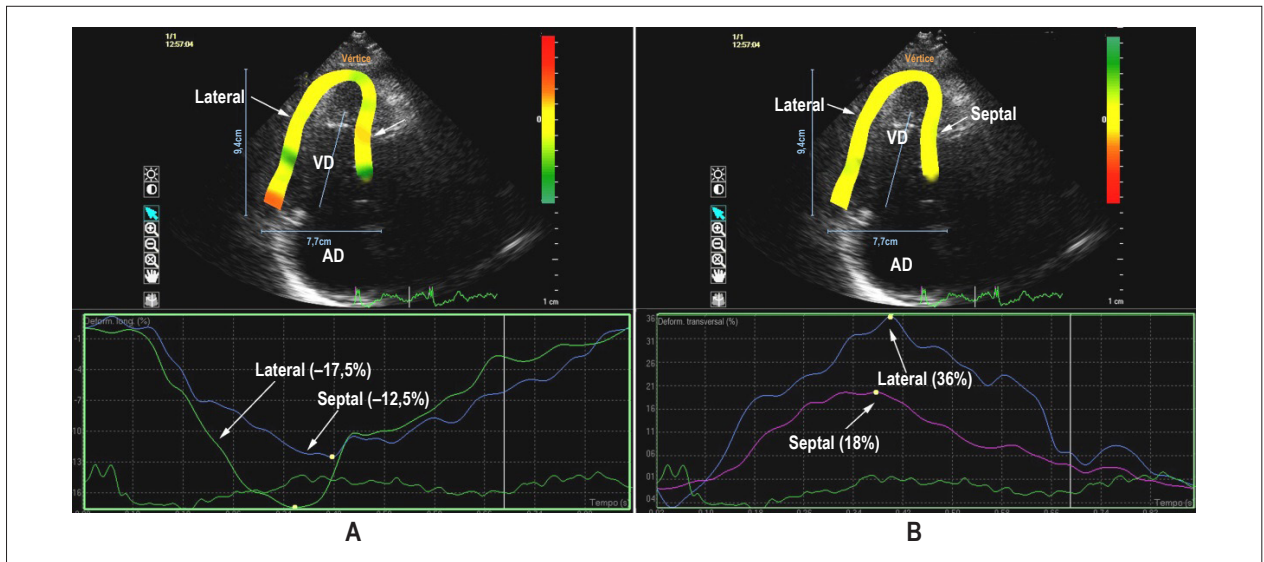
Ecocardiograma bidimensional obtido desde a posição apical em paciente com HAPE. A – strain longitudinal das paredes lateral e septal do VD. B – strain transversal obtido nas mesmas paredes. VD: ventrículo direito; AD: átrio direito.
